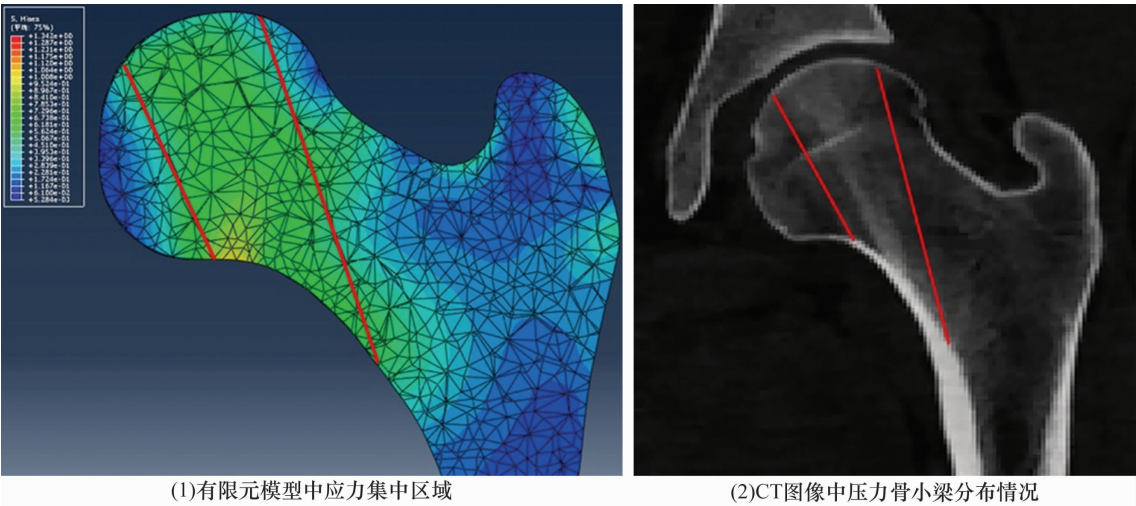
股骨头有限元模型中应力集中区与 CT 图像中股骨头压力骨小梁分布情况的对比
